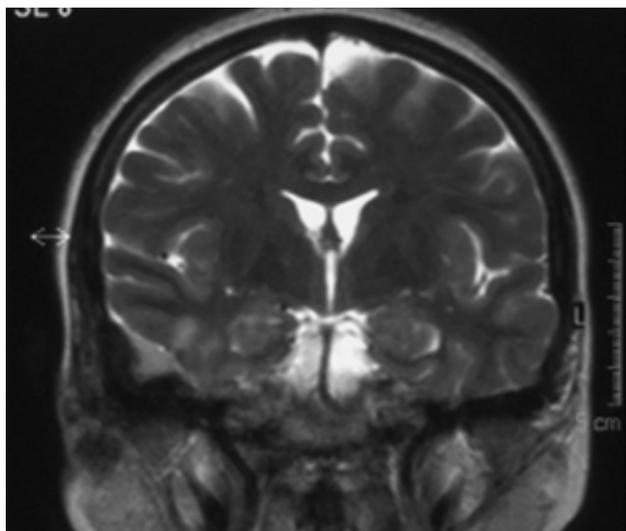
Imagen de RMN en la que se observa un meningioma intracraneal, realzado por el contraste, en lóbulo temporal derecho.
